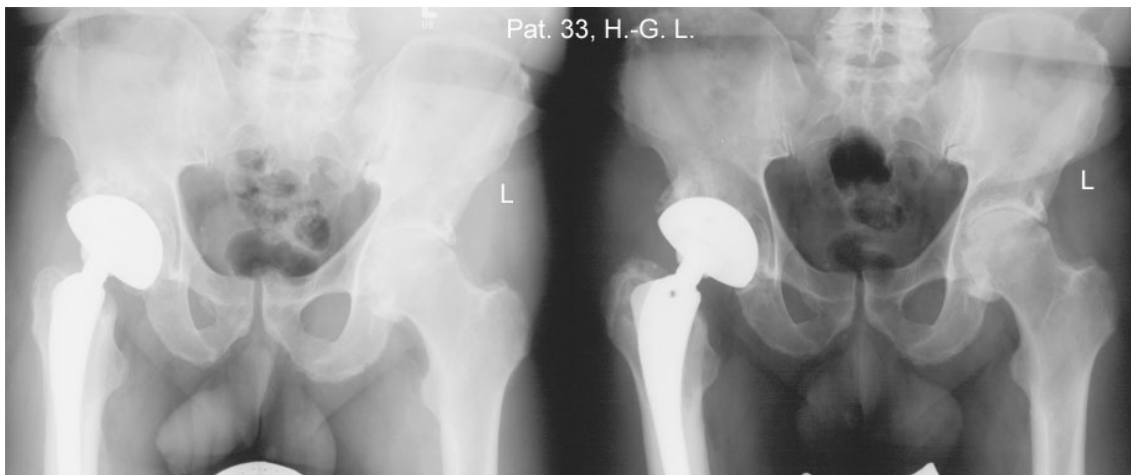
Patient 33, H.-G. L., Röntgenbild unmittelbar postoperativ (links) und am Ende des Nachuntersuchungszeitraums nach 33 Monaten (rechts). Es zeigte sich eine unveränderte Lage des Implantats.
